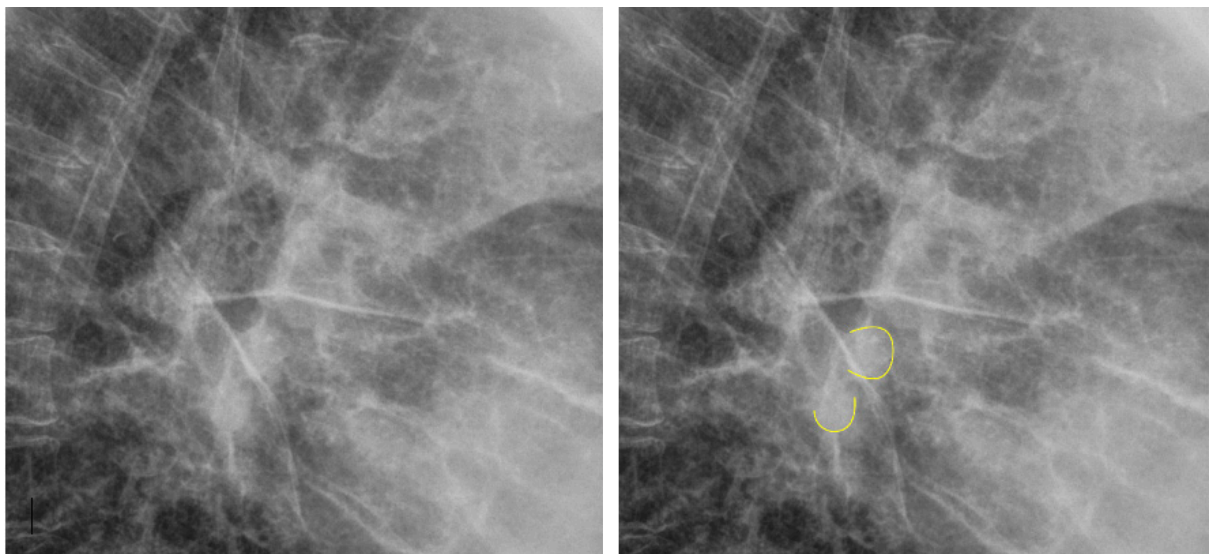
Aumento de ventana hiliar en radiografía de tórax proyección lateral mostrando la presencia de imágenes de contornos convexos compatibles con adenopatías.
